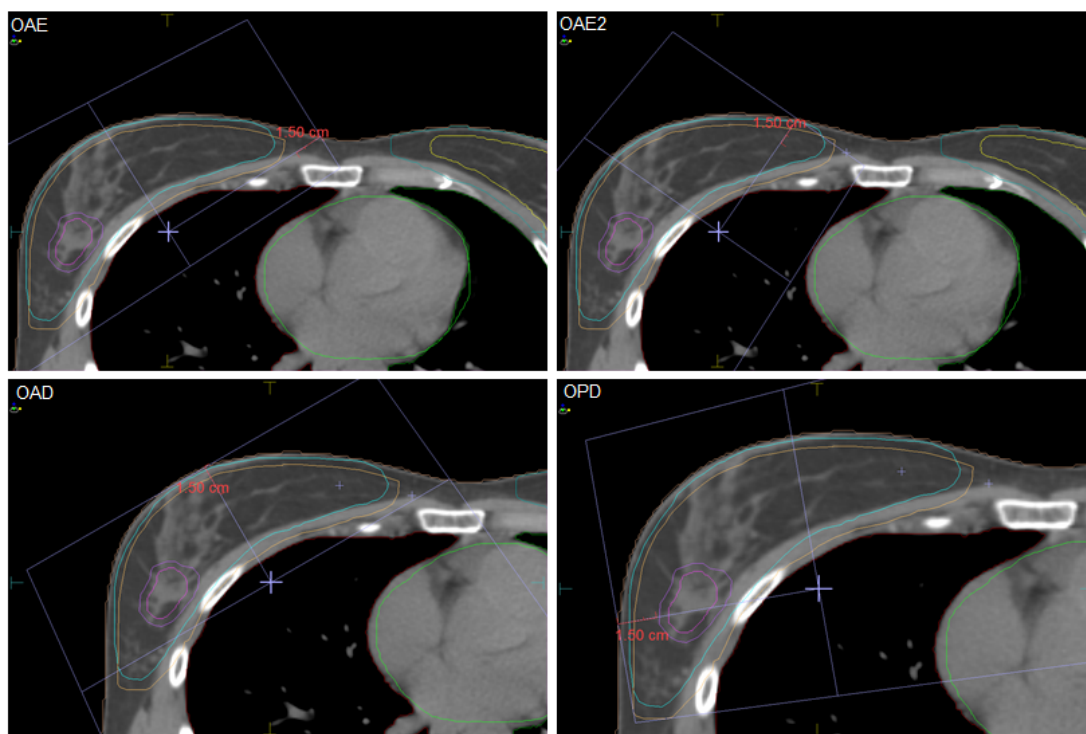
Exemplo da determinação dos valores de dose calculados pelo TPS e utilizados na comparação com os valores medidos *in vivo*: plano da TAC (corte do isocentro) da paciente 20 utilizado na determinação do valor de dose do eixo central do feixe de radiação, a 1,5 cm de profundidade, para cada campo (OAE, OAE2, OAD e OPD).
